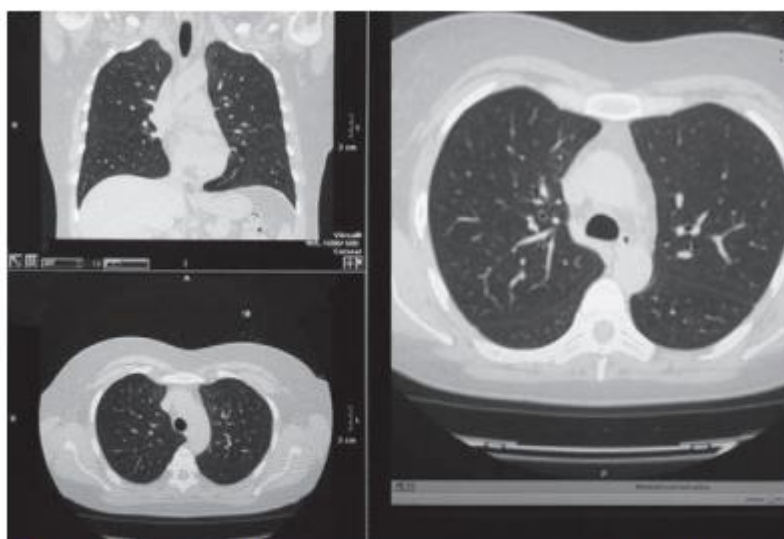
КТ ОГК той же пациентки от 22.08.2014 г. (после проведения терапии).
